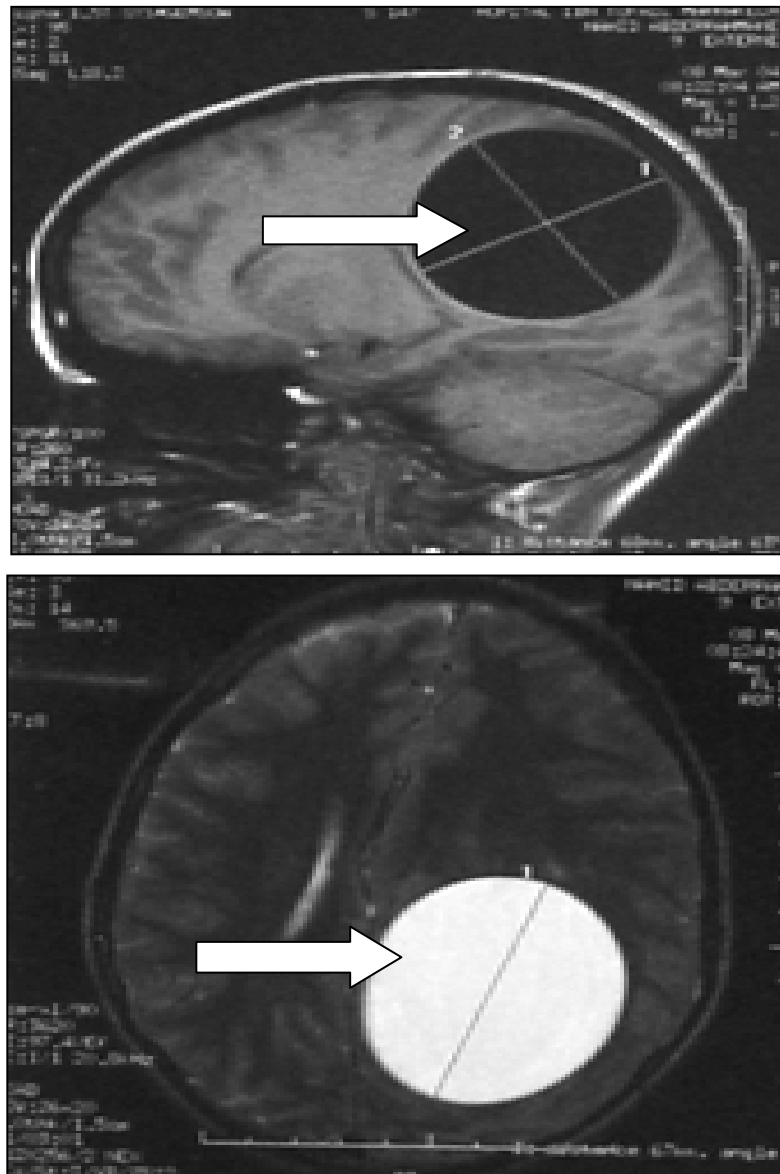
IRM en séquence T1 et T2 en coupes sagittale et axiale: Lésion kystique en hyposignal T1 et hyper signal T2 bien limitée exerçant un effet de masse sur la ligne médiane et le système ventriculaire homolatéral.
